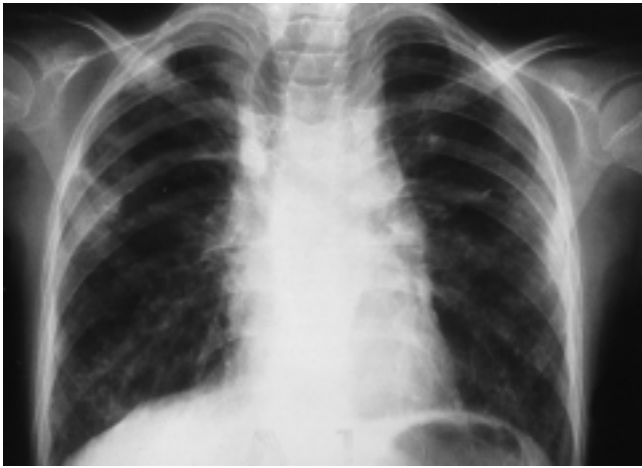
Röntgen-Thorax eines Patienten mit Bronchiolitis obliterans: Rarifizierung der Lungenstruktur, tiefstehende Zwerchfelle, Überblähung.
